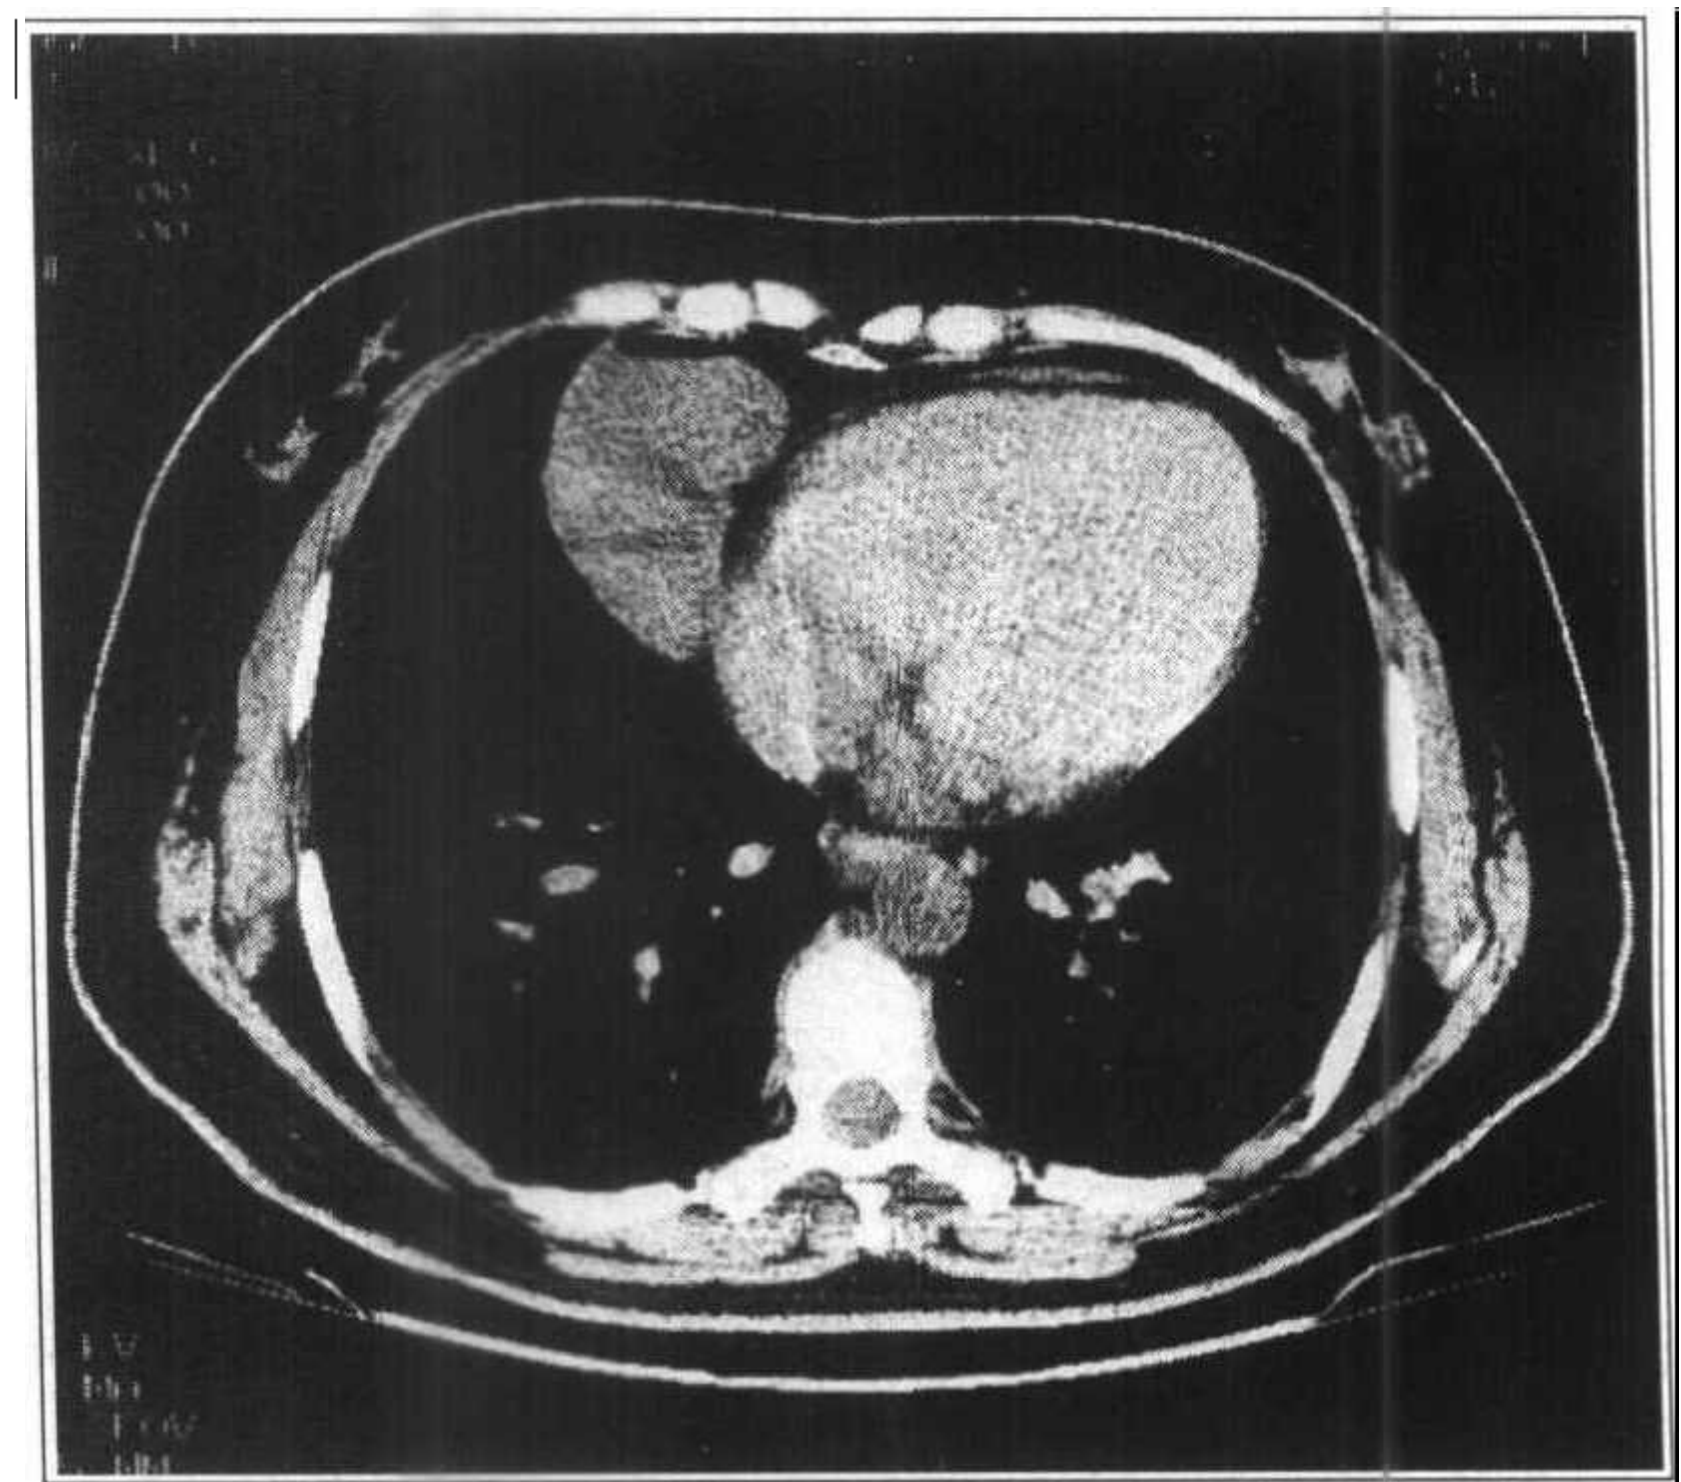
心包囊肿,CT值7HU,手术证实
